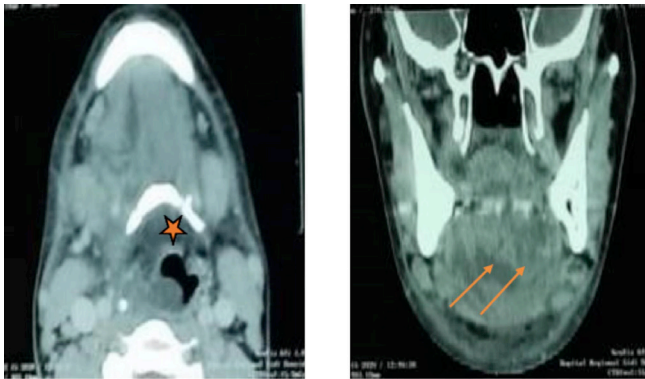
TDM cervico-faciale en coupes axiales et coronales non injectée: multiples collections de l'espace sublingual (flèches) avec compression de la filière aéro-digestive (étoile).
